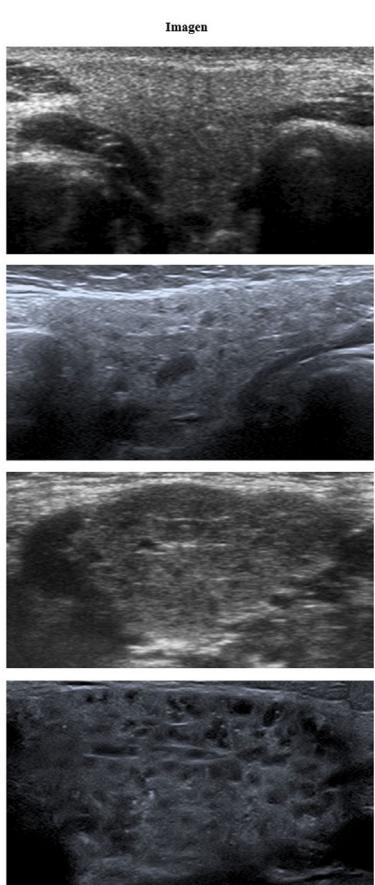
Ecografías representativas de los cambios presentes en las glándulas salivales de los pacientes diagnosticados de síndrome de Sjögren juvenil. En todos los casos se representa la glándula submandibular, siendo las alteraciones bilaterales. La valoración de los cambios en una escala de 0 a 3 se realizó utilizando el SGUS (*Salivary Gland Ultrasound Score*), baremo de OMERACT (*Outcome measures in Rheumatology*) diseñado para cuantificar las alteraciones de la ecografía de glándulas salivales en pacientes con síndrome de Sjögren. Las variables analizadas incluyen la heterogeneidad del parénquima, la presencia de áreas anecoicas/hipoecoicas (micro- o macroquistes) así como la ecogenicidad del tejido que las rodea (normal o con fibrosis).
